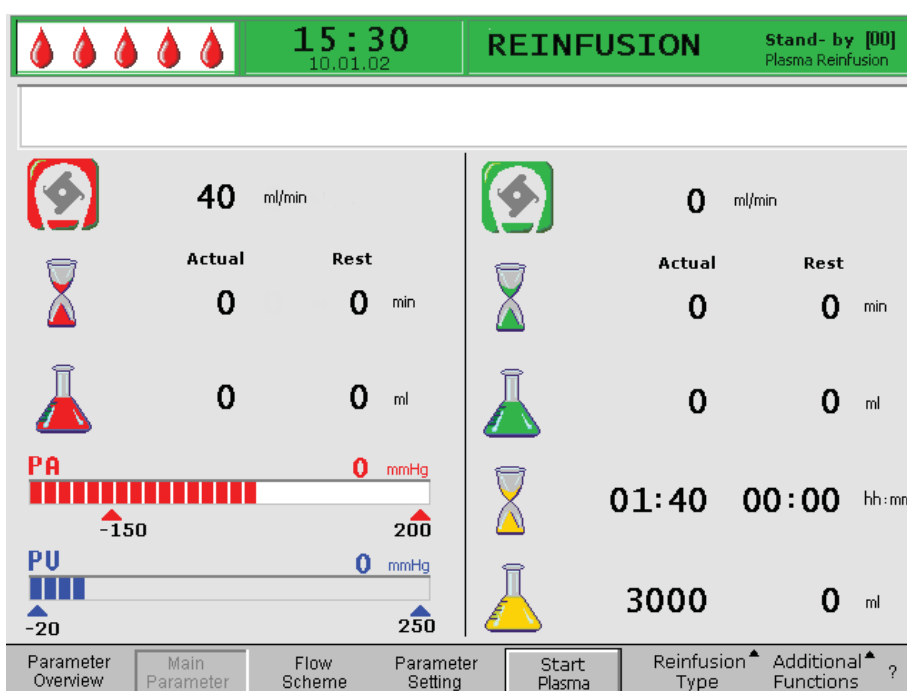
Экран *Основной параметр* в фазе реинфузии
